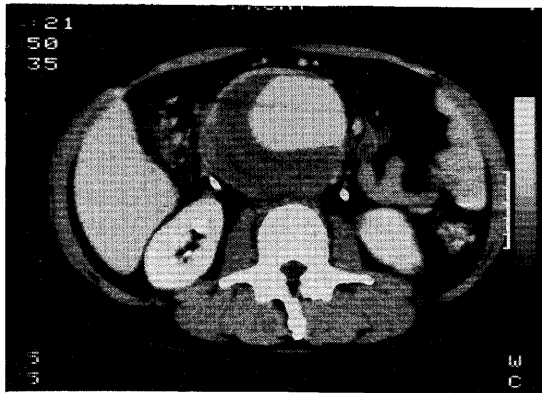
Contrast-enhanced CT showing aneurysm with mural thrombus. I.V.C. is not detectable.
